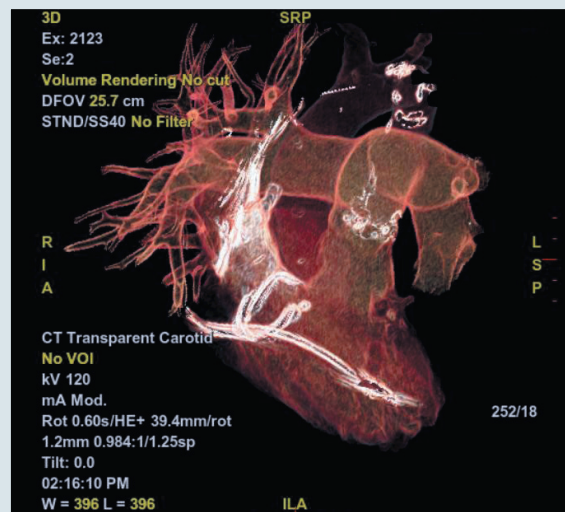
Післяопераційна КТ-ангіографія з кольоровою 3D-реконструкцією (судинний режим)
